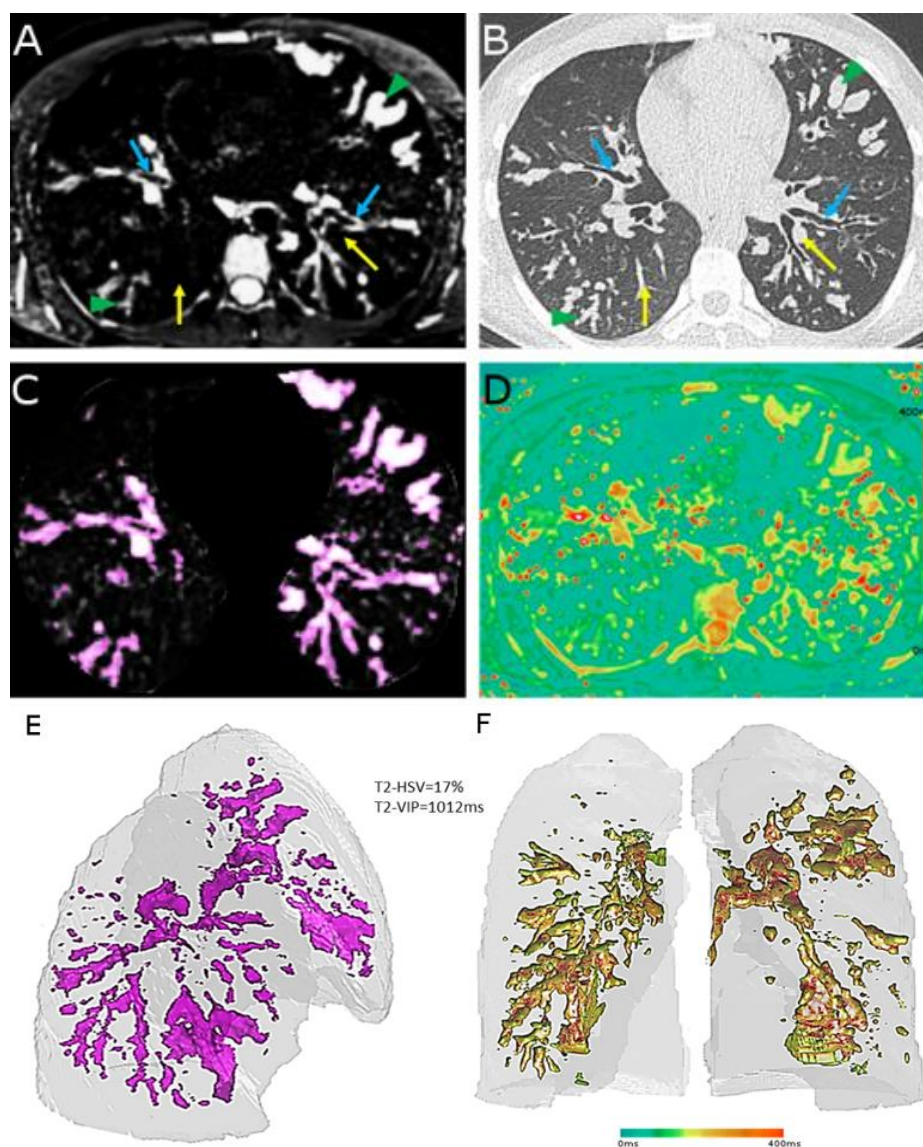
16-year-old male with cystic fibrosis. Axial Black-blood contrast of T2 radial turbo spin echo sequence (T2-RTSE, A), non-contrast CT scan (B), axial high-signal-intensity mask (C), axial T2 mapping (D) and volume rendering of T2-high-signal-intensity volume (T2-HSV, E) using an oblique right anterior view and color-coded volume rendering of volume-intensity product (T2-VIP, F) using a coronal view. On (B) image, yellow arrows show intrapulmonary vessels at the segmental level (left lung) or at further pulmonary artery divisions (right lung), which are not visible on MRI (A). Green arrowheads indicate areas of mucus plugging in large bronchocele (left lung) or small bronchiolar impaction (right lung). Blue arrows indicate areas of bronchial wall thickening. A low-cut threshold of mode + 12 standard deviations of extra thoracic air is applied to keep areas of high-signal-intensities only (purple color, C). The process is extended to every section of the lung acquisition and the final high-signal-intensity volume is quantified (E). A fusion of the high-signal-intensity mask to the corresponding T2 mapping cartography (D) adds information on the T2 value of every pixel of HSV (F). The horizontal bar indicates the range of T2 values in D and F, in milliseconds.
